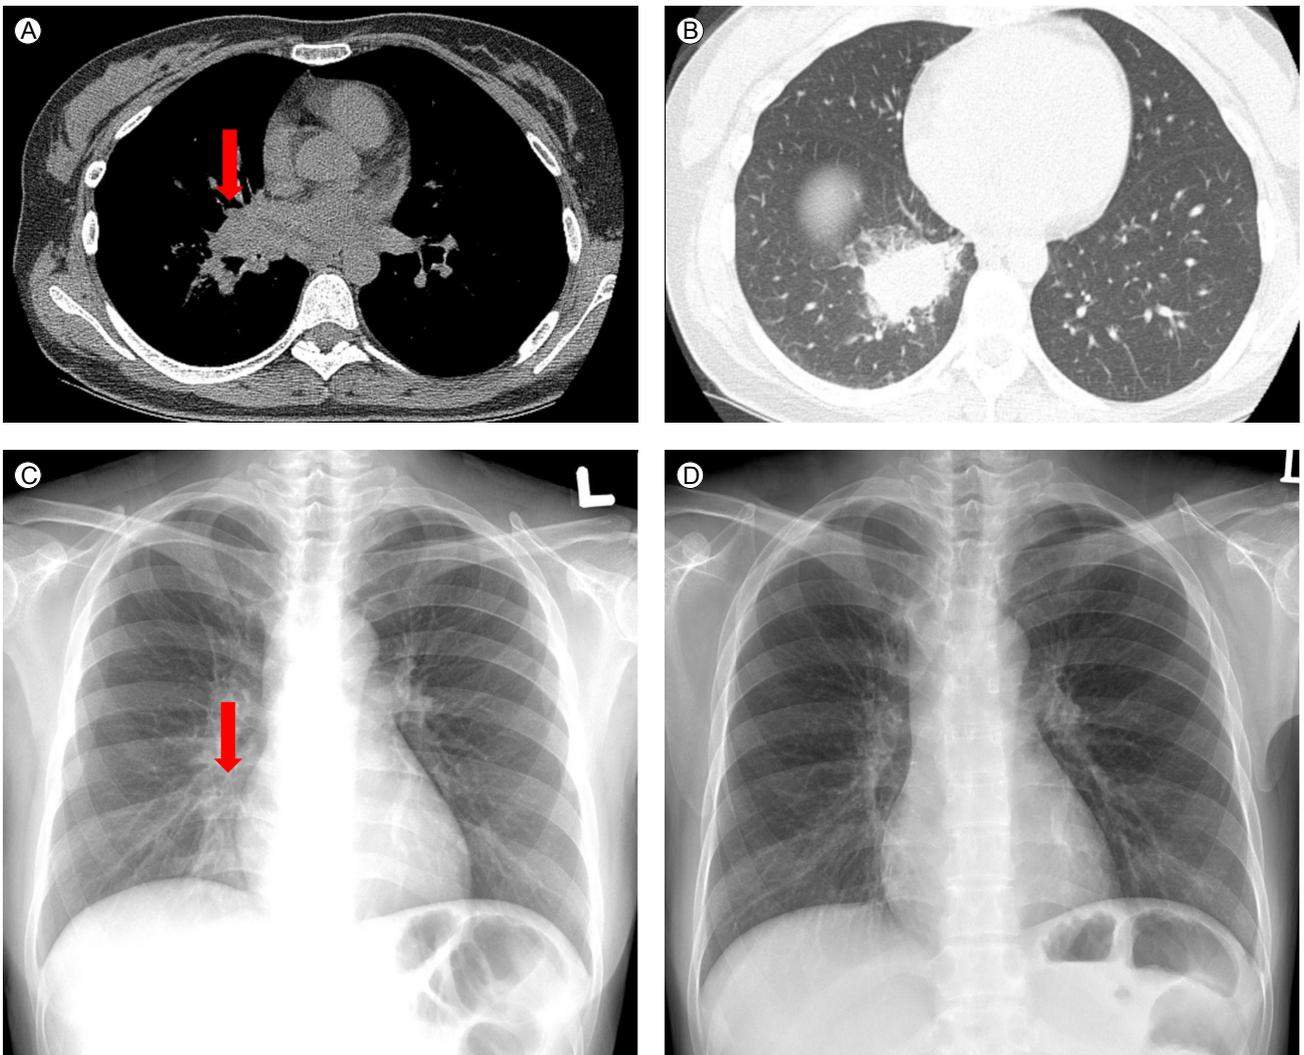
(A, B) Chest computed tomography and (C) simple chest radiography performed 1 year earlier show a consolidative mass in the right lower lobe (arrow) and several enlarged mediastinal lymph nodes. (D) Follow-up simple chest radiography performed 6 months earlier shows that the lung lesion has improved.
